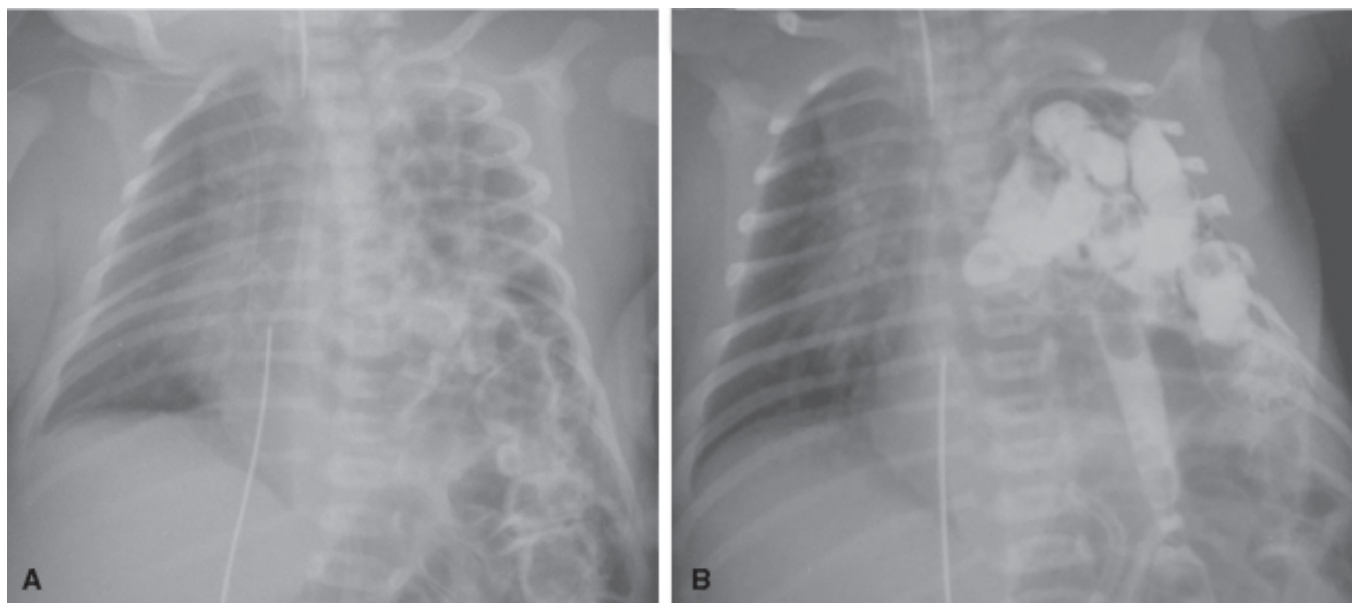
Radiografias do tórax na projeção anteroposterior em paciente neonato com hérnia diafragmática congênita no hemitórax esquerdo. A. Caracterizam-se opacidades heterogêneas com conteúdo aéreo com morfologia de alças intestinais, ocupando o hemitórax esquerdo e proporcionando desvio contralateral do mediastino. B. Após a administração do meio de contraste oral via sonda nasogástrica, observa-se opacificação do conteúdo intestinal no hemitórax esquerdo, confirmando a hipótese diagnóstica de hérnia hiatal.
